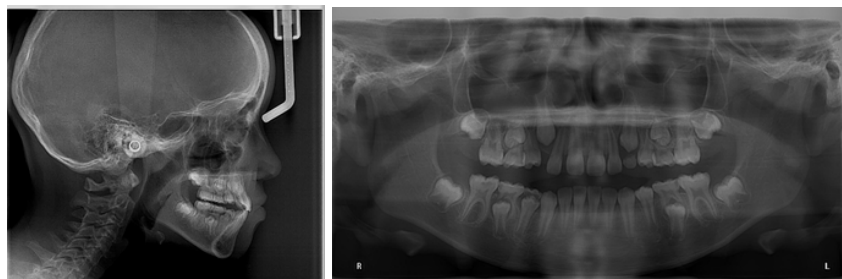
Radiografías post tratamiento.
